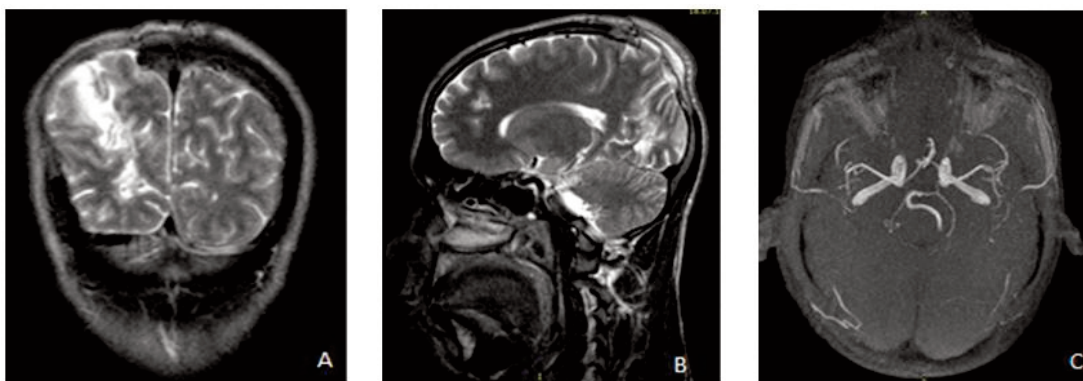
IRM séquence T2 en reconstruction coronale (A) et Sagittale (B) montrant le trajet de l'agent vulnérant ; en (C) une angio-IRM n'objectivant pas de lésions vasculaires.
